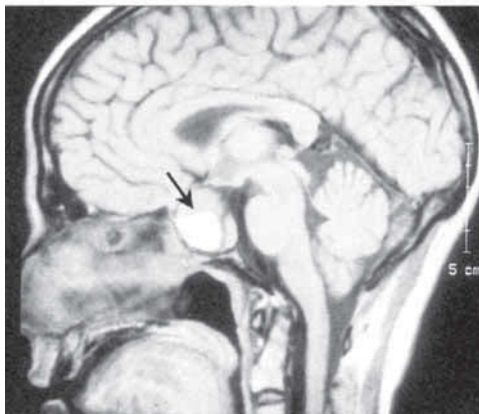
МРТ, сакиттальная проекция. Аденома гипофиза, гиперинтенсивная тень обусловлена кровоизлиянием в опухоль
